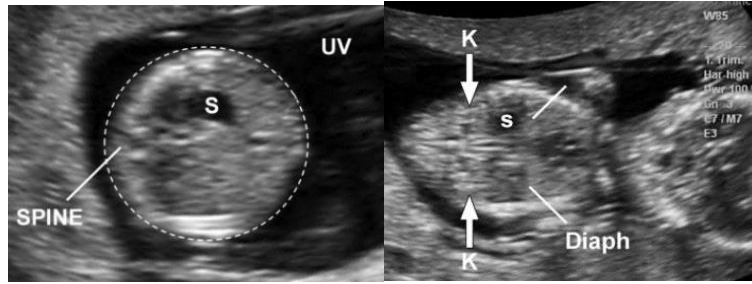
Evaluación del contenido abdominal durante la ecografía del I Trimestre
